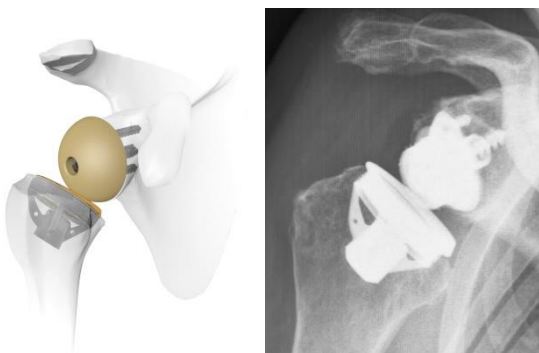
Kurze schaftfreie, knochen sparende, zementfreie inverse Schulterprothese mit gutem Einwachsen auf Grund der Titanoberfläche. Die Kugel ist aus Polyäthylen und ist im Röntgenbild nicht mehr sichtbar.
